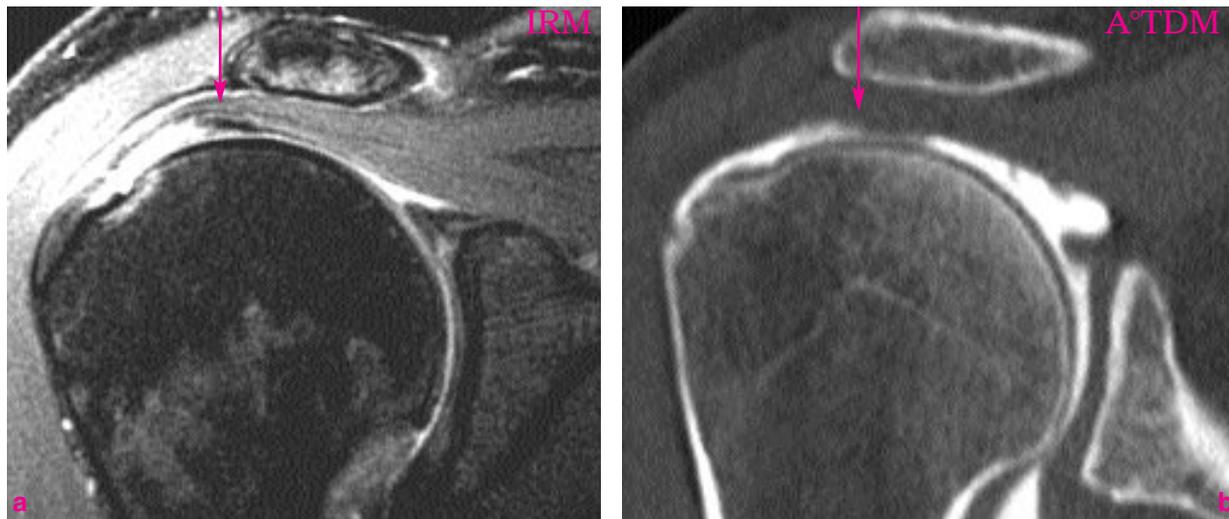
Même coupe coronale en IRM T2 Fat Sat et en arthroscopie montrant la saillie du faisceau profond rétracté d'une rupture partielle de la face profonde du tendon supra-épineux.
